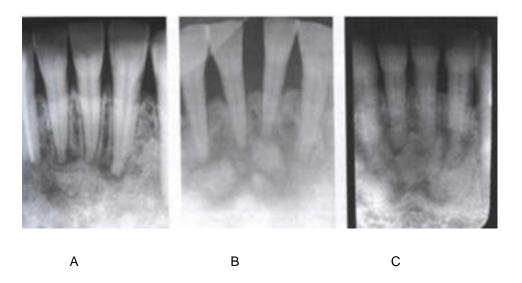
3. Rasgos radiográficos de las etapas de la displasia cementaria periapical osteolítica (A), cementoblástica (B), y madura (C).
